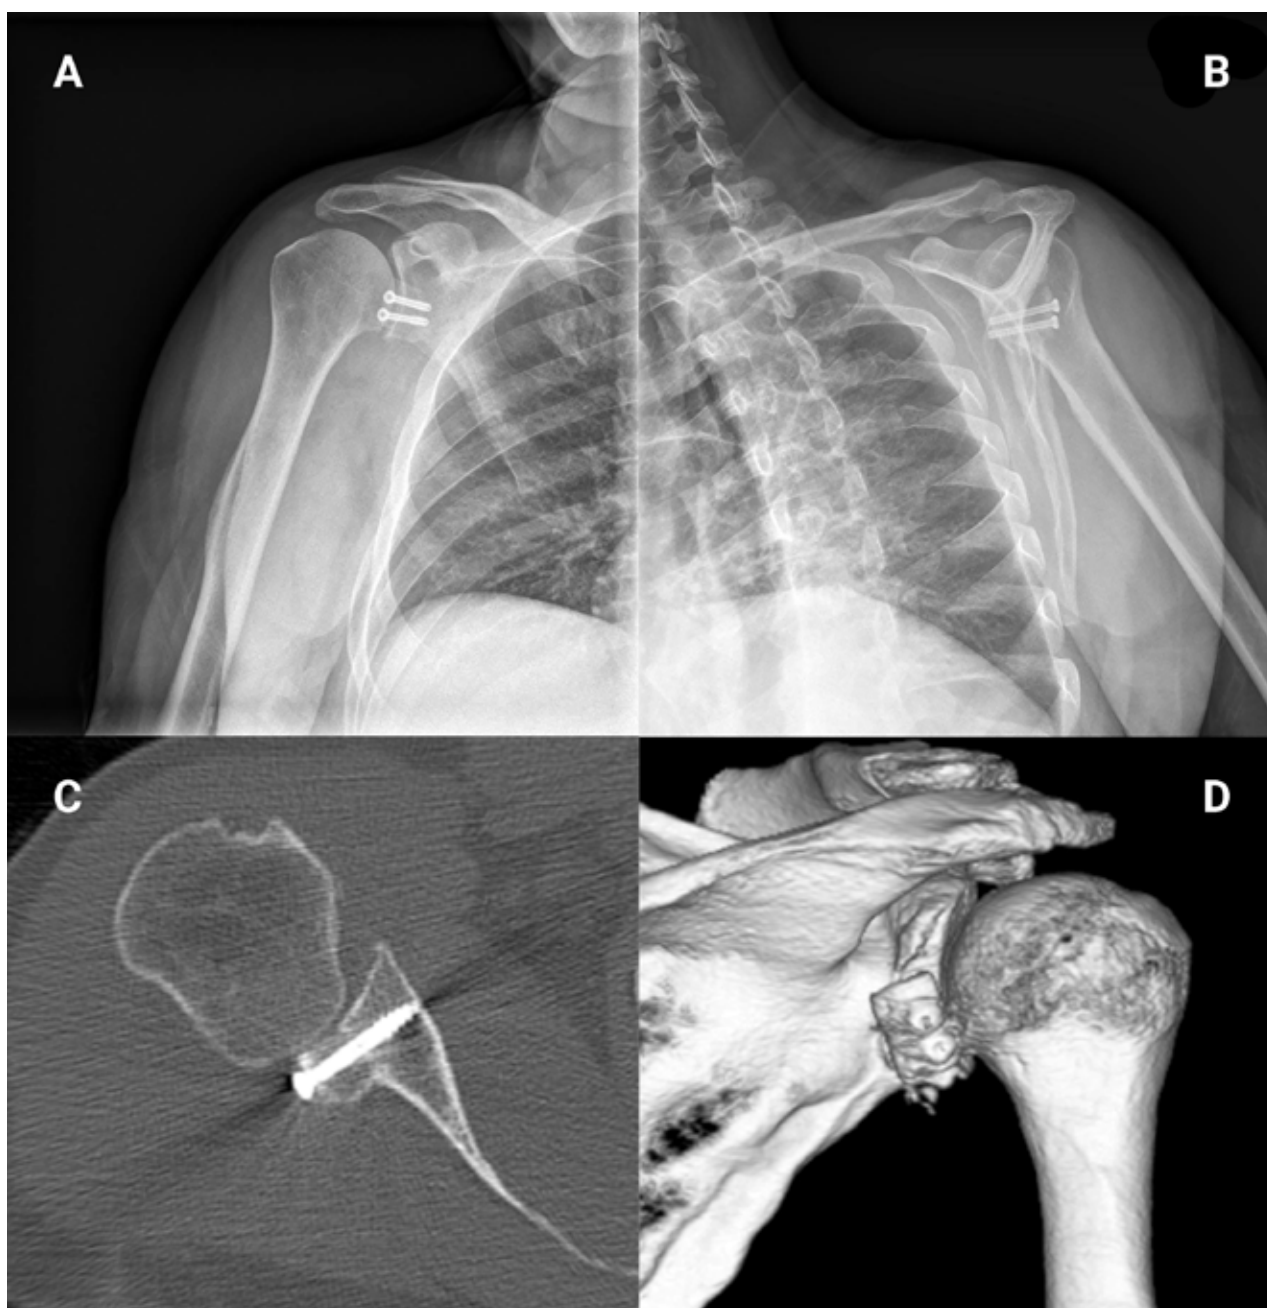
A) Radiografía anteroposterior y B) lateral 3 meses luego de la cirugía mostrando el injerto fijado con 2 tornillos percutáneos canulados de 3,5 de esponjosa, parcialmente roscados. C) Imagen axial de TAC y D) coronal de reconstrucción 3D 3 meses luego de la cirugía que muestra el injerto completamente incorporado.
